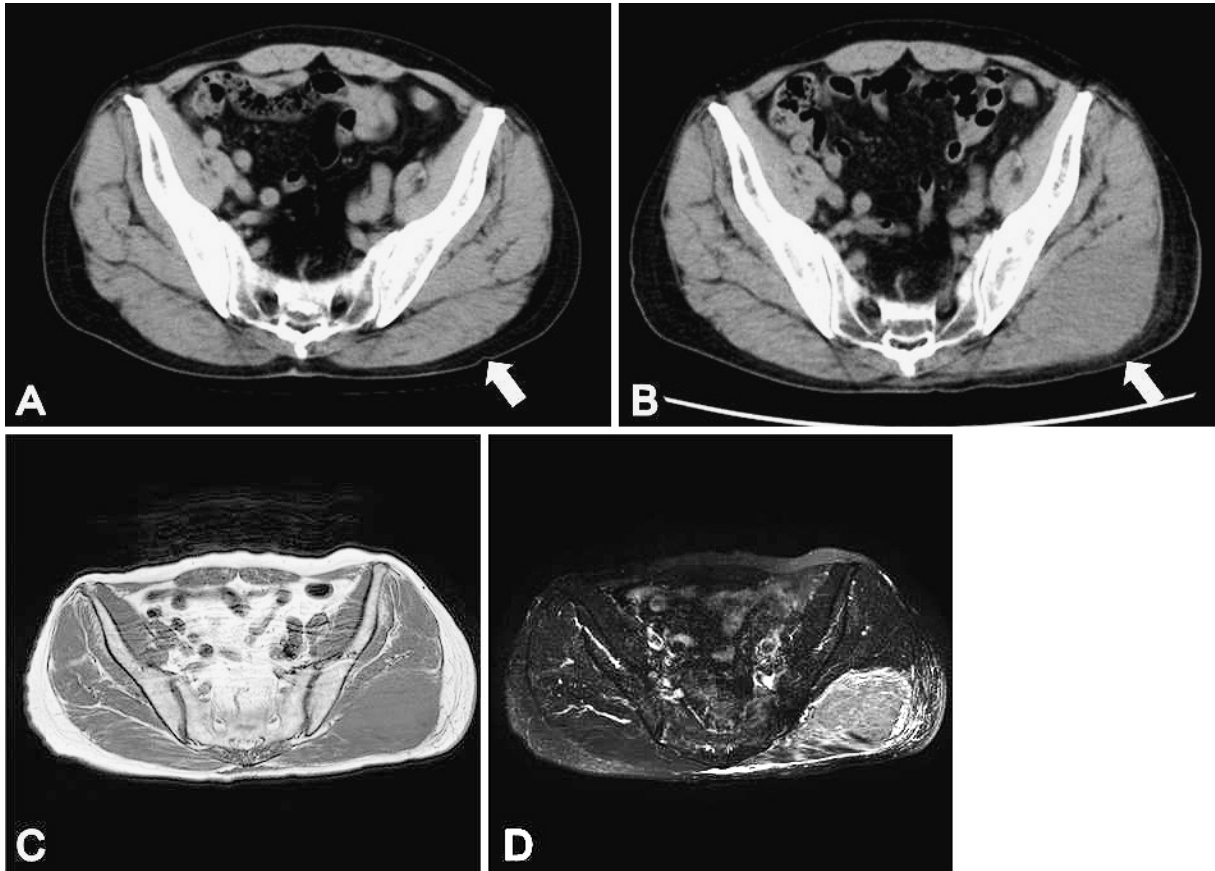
Comparison of pelvic plain computed tomography scans acquired in July 2012 (A) and July 2014 (B) showing a new tumor in the left gluteus maximus muscle. Magnetic resonance imaging revealed a lesion (85×55 mm) in the left gluteus maximus muscle, with hypointensity on plain T1-weighted images (C) and hyperintensity on T2-weighted images (D).
